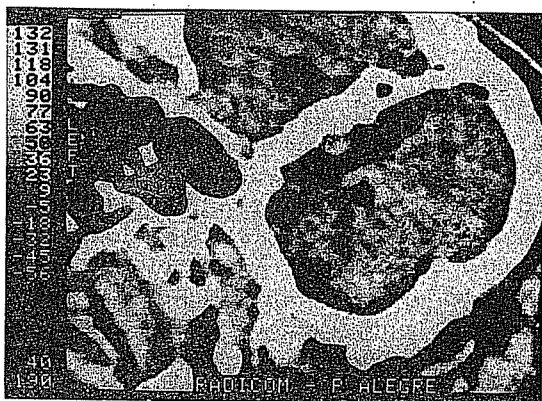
Introdução de ar na radiografia computadorizada mostrando nitidamente a imagem de um neurinoma extracanalicular.
